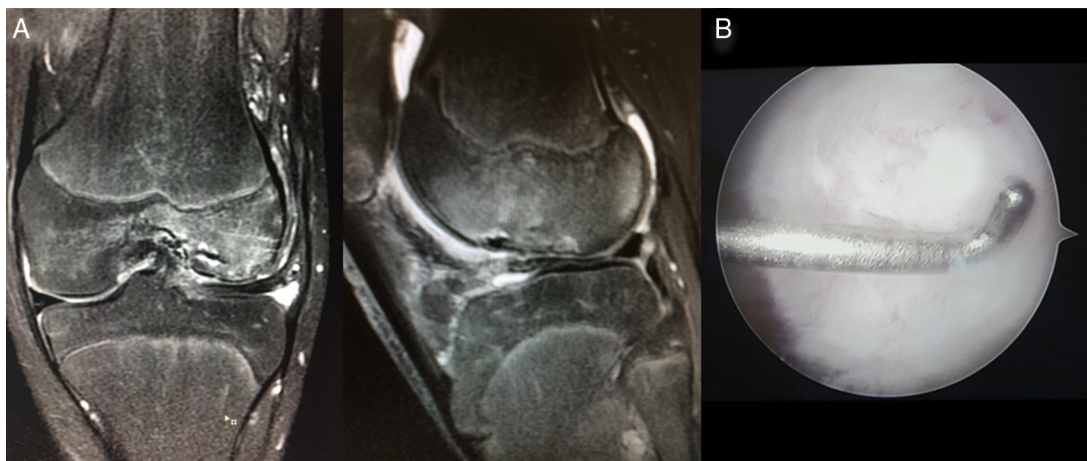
A, ressonância magnética com boa consolidação radiológica do fragmento suturado; B, aspecto do fragmento na videoartroscopia.
